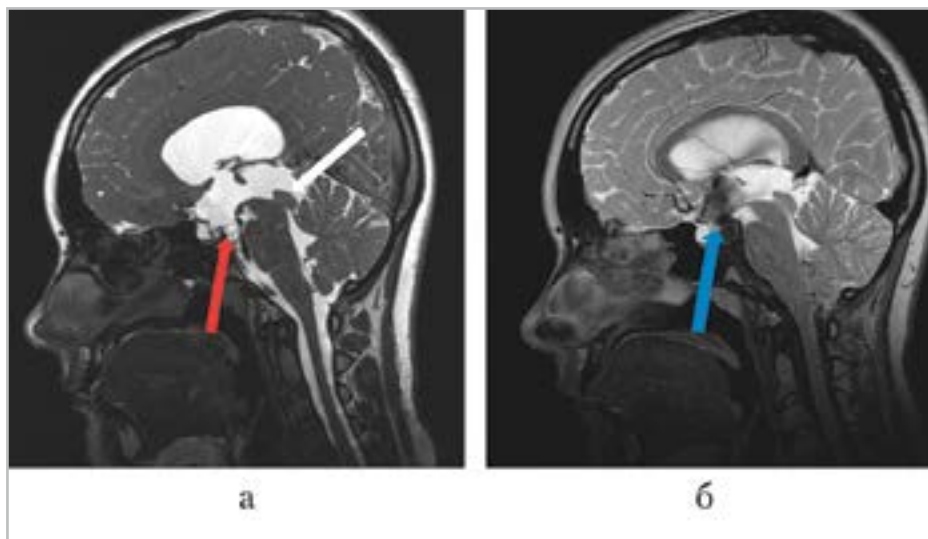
МР-томограммы головного мозга у пациентки с обструктивной гидроцефалией до и после эндоскопической тривентрикулоцистерностомии: а — FIESTA; б — T2 CUBE. На сагиттальном изображении в режиме FIESTA определяется стеноз водопровода (белая стрелка) и пролапс дна III желудочка (красная стрелка). На сагиттальной МР-томограмме в режиме T2 CUBE визуализируется потеря сигнала в области послеоперационной стомы (синяя стрелка)
